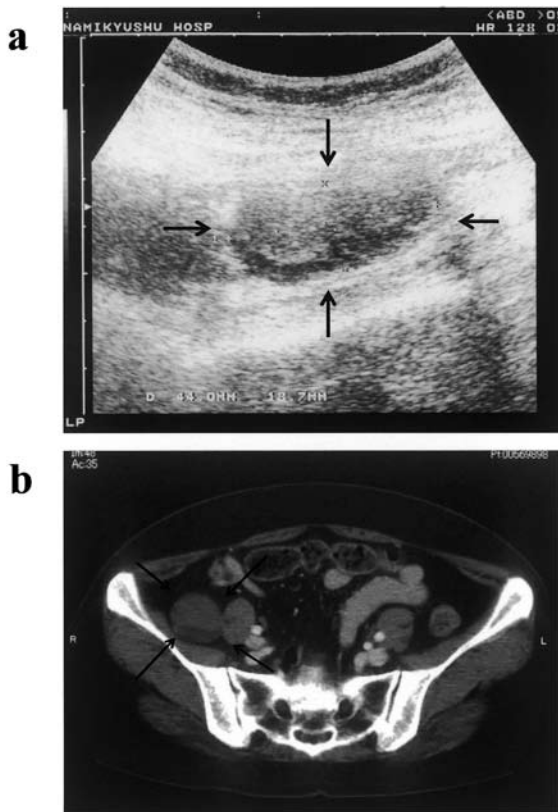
a) Abdominal US findings : US revealed a low echoic tumor (arrows) in the right retroperitoneal area. b) Abdominal CT findings : Contrast-enhanced CT scan showed a well-defined round mass (arrows) on the right iliopsoas muscle. The mass was enhanced homogeneously.
